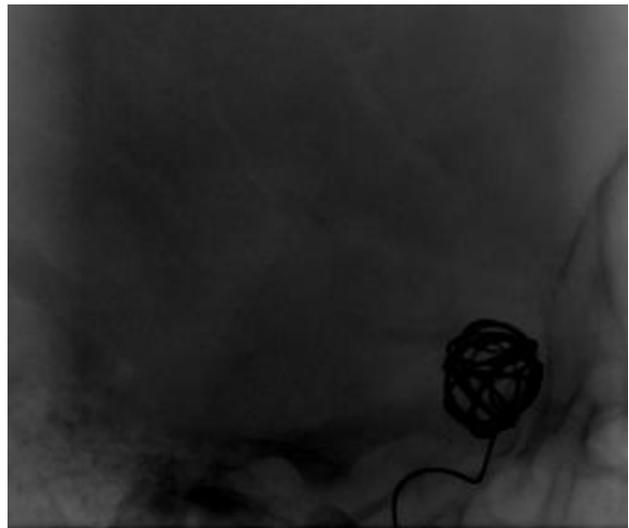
Radiografía simple que evidencia la radiolucidez del coil
